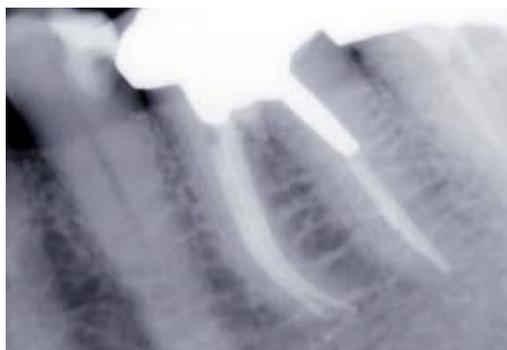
Radiographie post-opératoire à 6 mois. Aucune lésion endo-parodontale n'est à déplorer. [72]
